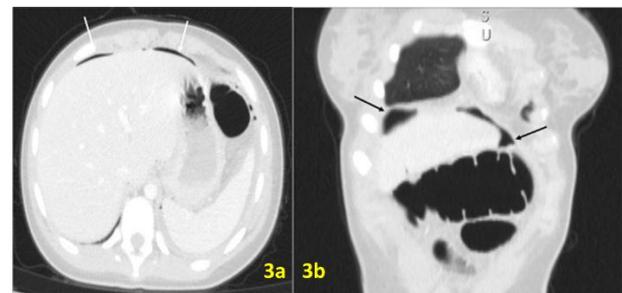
TDM coupe axiale (a) et reconstruction coronale (b) en fenêtre pulmonaire montrant le pneumopéritoine. (a) : flèches blanches ; (b): flèches noires
